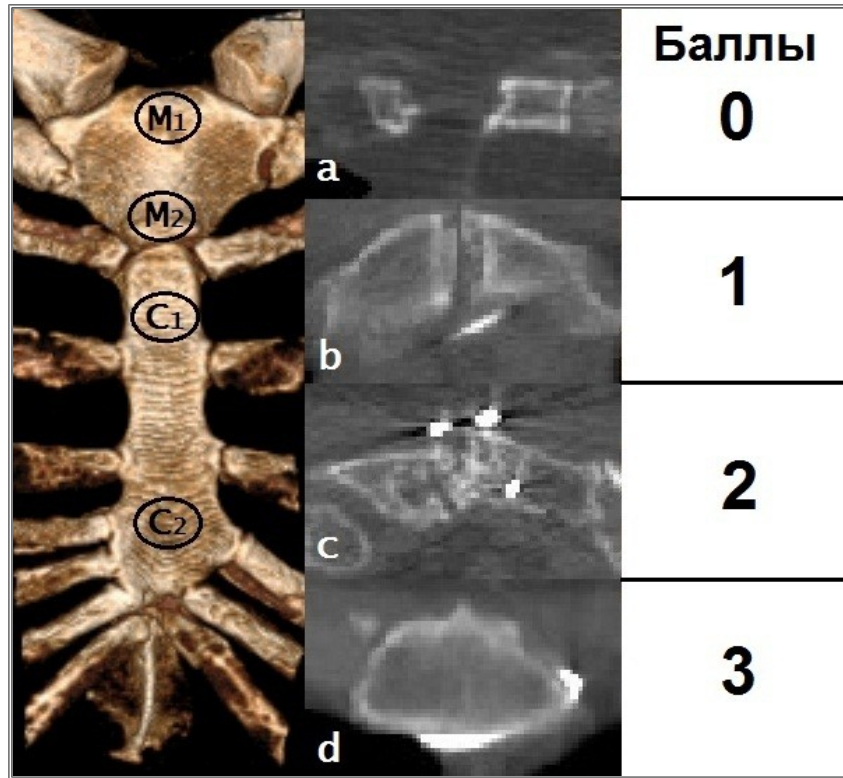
Локализация контрольных точек (M1, M2, C1, C2) измерения степени заживления грудины (рисунок слева) и КТ-признаки различной степени заживления (а – диастаз более 3 мм без признаков заживления, b – диастаз 0-3 мм без признаков заживления, с - между половинами грудины имеются КТ-признаки формирующейся костной мозоли («облаковидный» инфильтрат, формирующиеся костные балки и костные «мостики» в виде нитевидных включений), d – полная консолидация)
